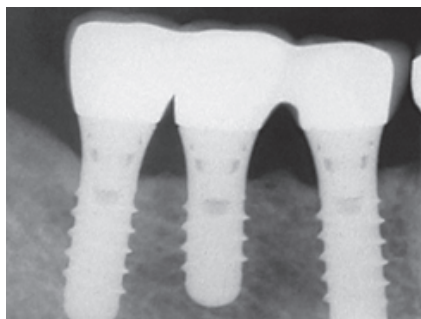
Röntgenuntersuchung bei Eingliederung der prothetischen Versorgung
